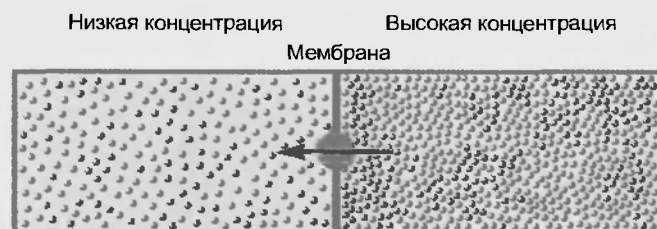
Облегченная диффузия
